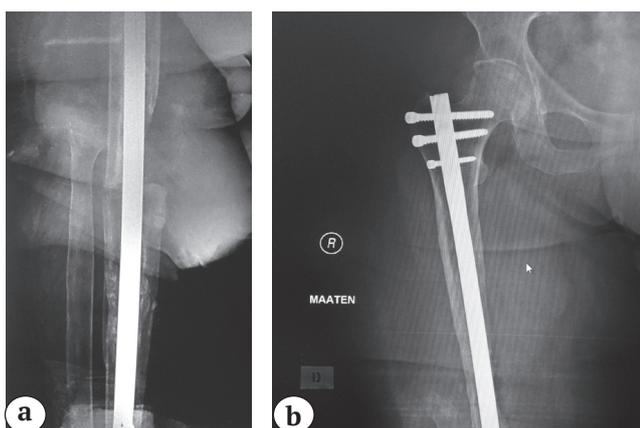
Завершающий этап артродезирования после достижения контакта костных фрагментов: а — рентгенограмма коленного сустава после дистального блокирования стержня и демонтажа АВФ; б — прицельные рентгенограммы проксимального блокирования; в — внешний вид правой нижней конечности
